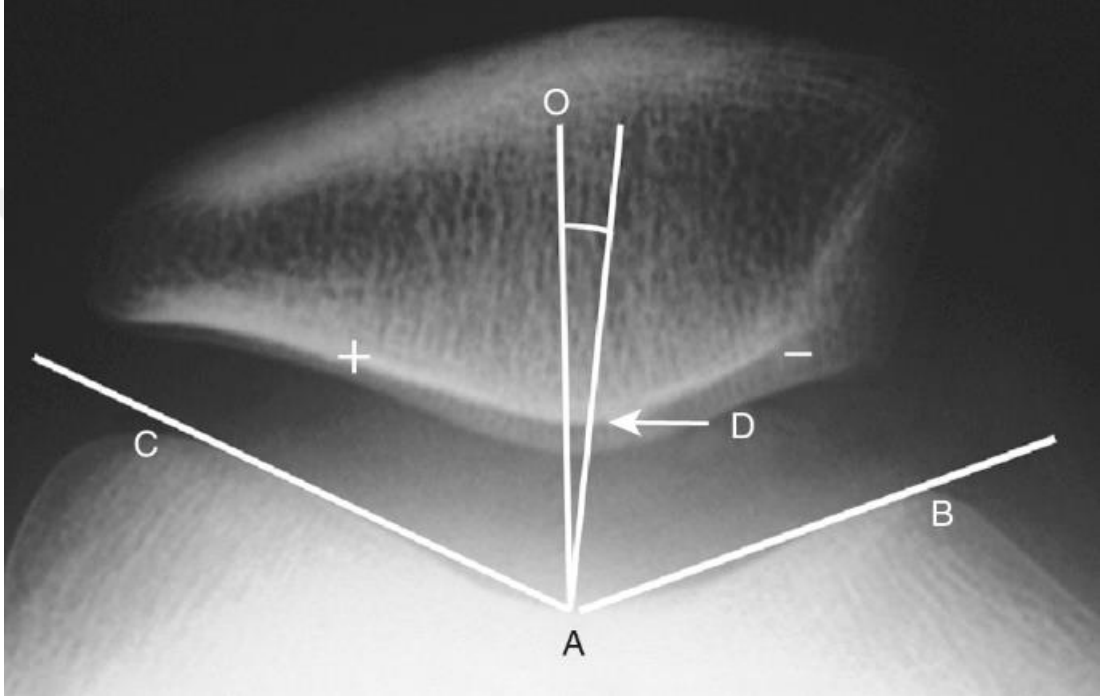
Aksiyel grafide (Merchant grafisi) sulkus açısının hesaplanması
